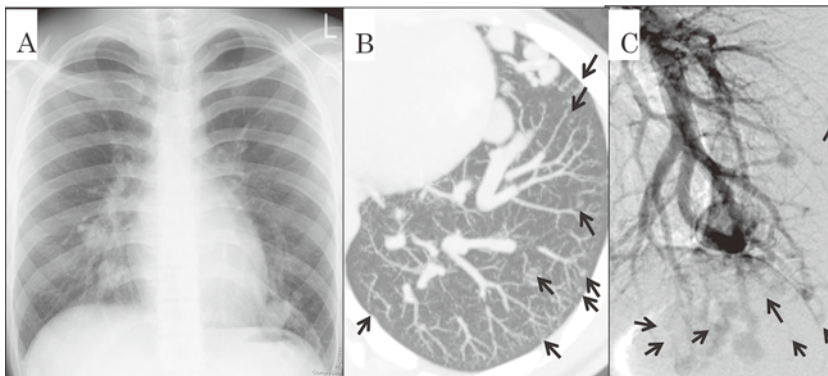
症例1 初診時の (A) 胸部単純X線写真, (B) 胸部CT (slub MIP像), (C) 肺動脈血管造影. 明らかなPAVMとは別に、不明瞭なGGOが多発しているのがわかる (矢印). 血管造影でもGGOと一致する小さい病変を指摘できる (矢印).
